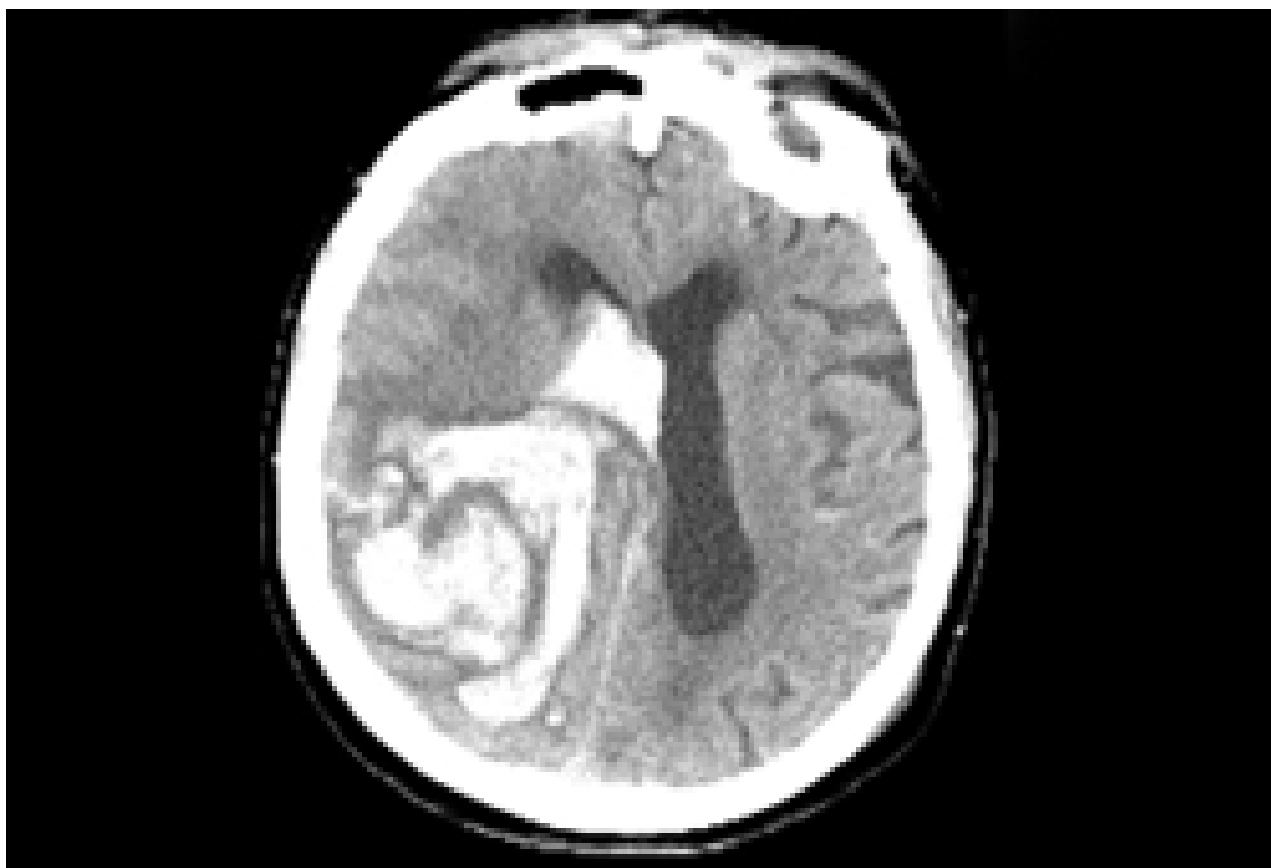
Hemorragia intracraniana à tomografia computadorizada (TC)
